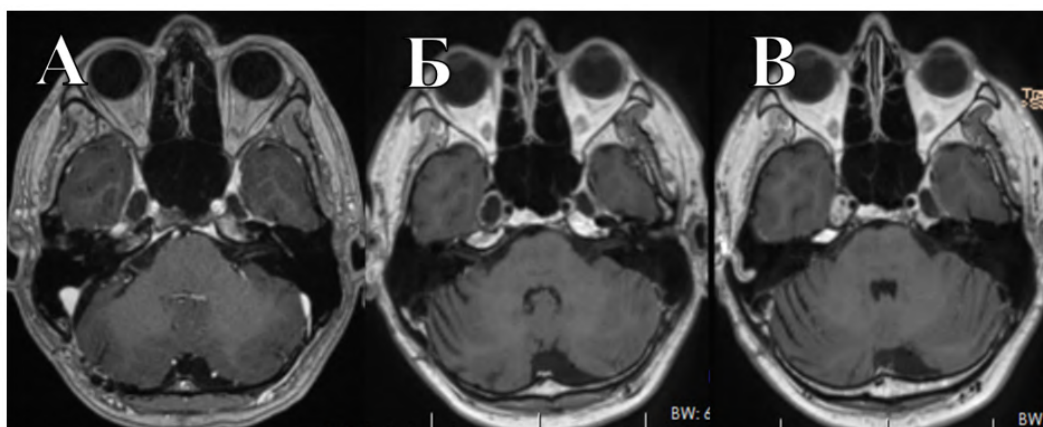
МРТ пациента О.: А — перед лучевой терапией: невринома в СЧЯ, опухоль в ЗЧЯ удалена totally; Б — через 6 мес. после лучевой терапии: небольшой остаток опухоли в СЧЯ; В — через 1 г. после лучевой терапии: небольшой остаток опухоли в СЧЯ
